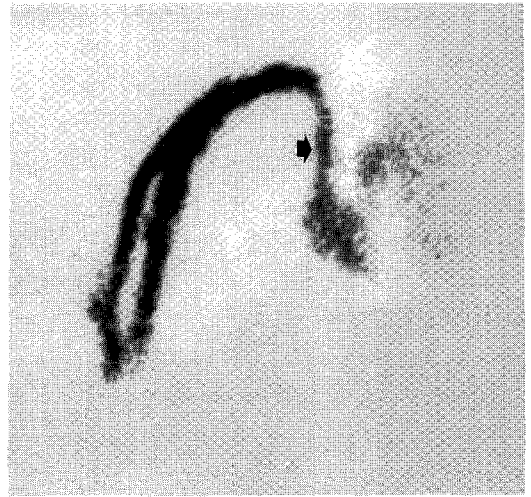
Follow-up SVC scintigram 20 days later shows normal drain into the superior vena cava (small arrow) through right brachiocephalic vein.
